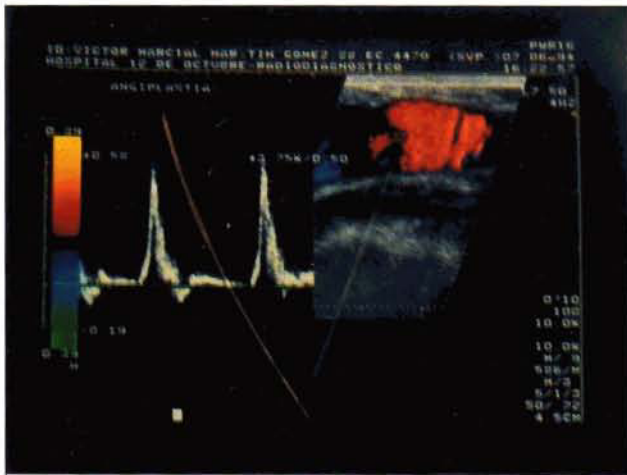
Control mediante Eco-Doppler color, a los 10 años de la reparación mediante angioplastia en A. Femoral Común. No se observa dilatación.
